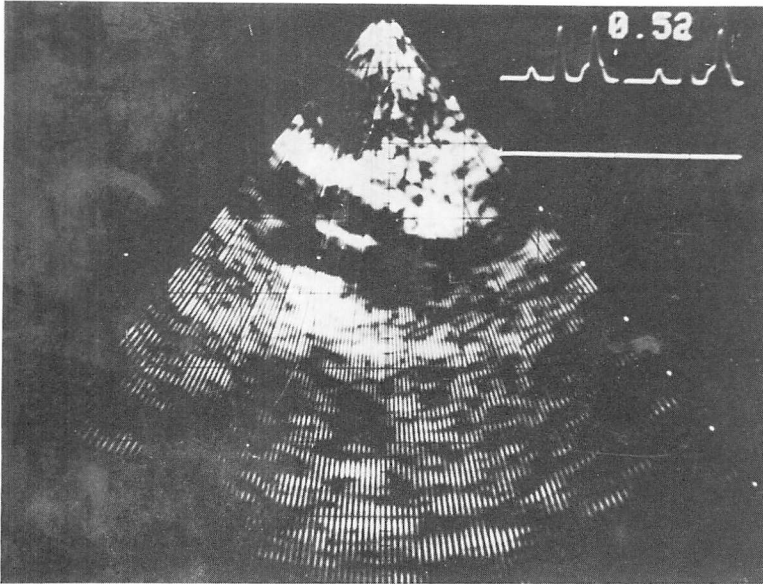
Suprasternal two-dimensional echocardiogram recorded 7 hours after the onset of illness in Case 1.
